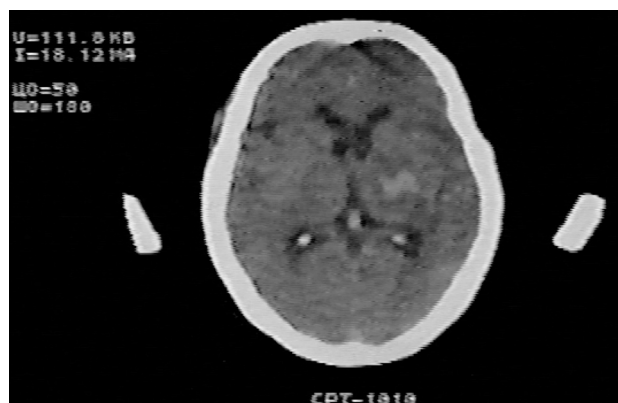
Компьютерная томограмма больного со смешанной гематомой с лентрикуло-таламическим поражением
